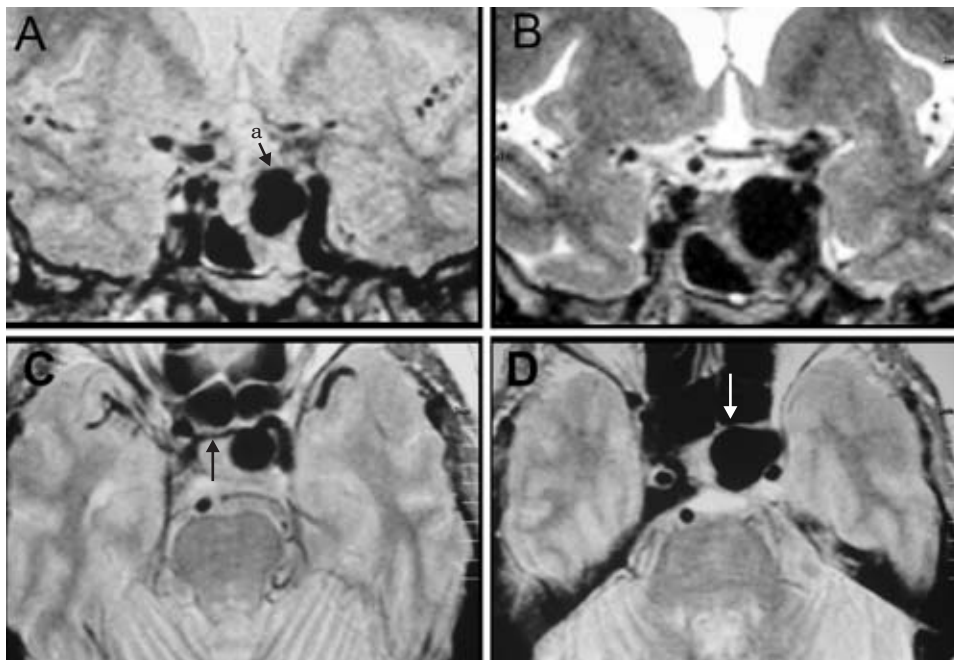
A; Densidad de protones, RM coronal muestra el saco aneurismático que protruye hacia el seno esfenoidal medial a la carótida cavernosa (flecha negra pequeña, a). B; RM coronal secuencia T2, se muestra el saco aneurismático dentro del seno esfenoidal. C; RM ponderada en T2 axial, muestra la fístula que conecta el seno intercavernoso y cuello del aneurisma cavernoso con el seno cavernoso del lado derecho (flecha negra). D; RM axial ponderada en T2 que muestra el saco aneurismático con su domo que se proyecta en la línea media con ausencia de señal en el interior (flecha blanca).
